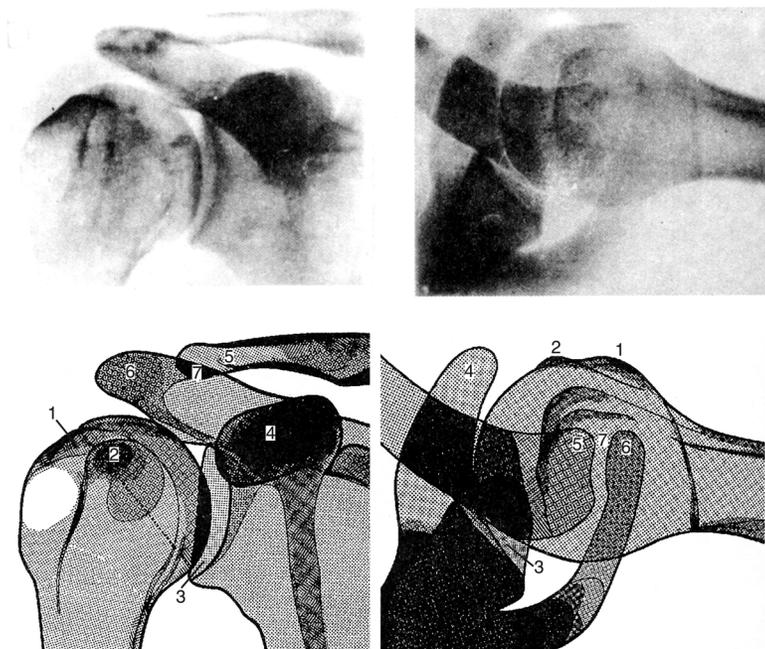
Рентгенограмма плечевого сустава в двух проекциях с поясняющей схемой: 1 — большой бугорок плечевой кости; 2 — малый бугорок плечевой кости; 3 — суставная впадина лопатки; 4 — клювовидный отросток; 5 — ключица; 6 — акромион; 7 — акромиально-ключичное сочленение
